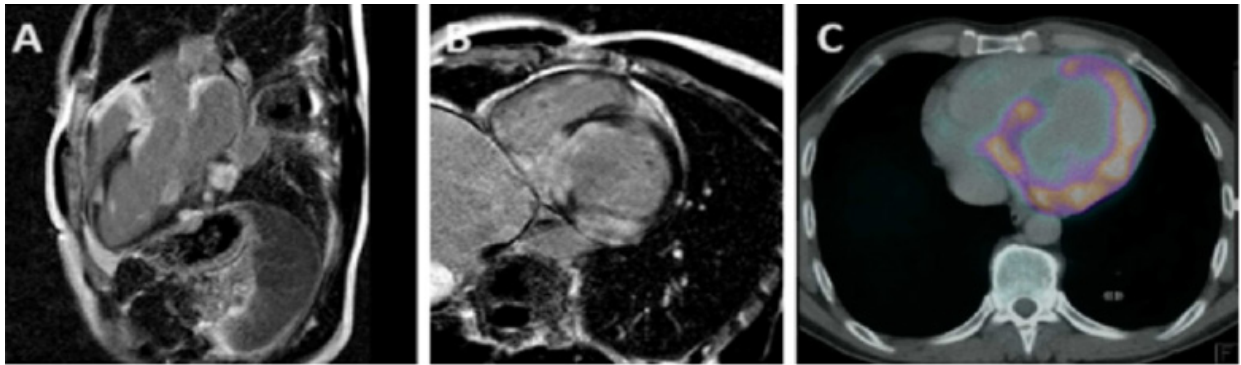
Imágenes de cinerresonancia en paciente con sarcoidosis. A) y B) Cortes de eje largo y eje corto medioventricular en secuencias de realce tardío de gadolinio (PSIR) con patrón parcheado, intramiocárdico, transmural y subendocárdico, afectan múltiples regiones del miocardio biventricular con predominio del septum interventricular. C) Imagen de FDG-PET que muestra actividad metabólica intensa (SUV) compatible con proceso inflamatorio extenso y agudo. Extraído de Sección Imágenes Cardíacas del Hospital Italiano de Buenos Aires.
